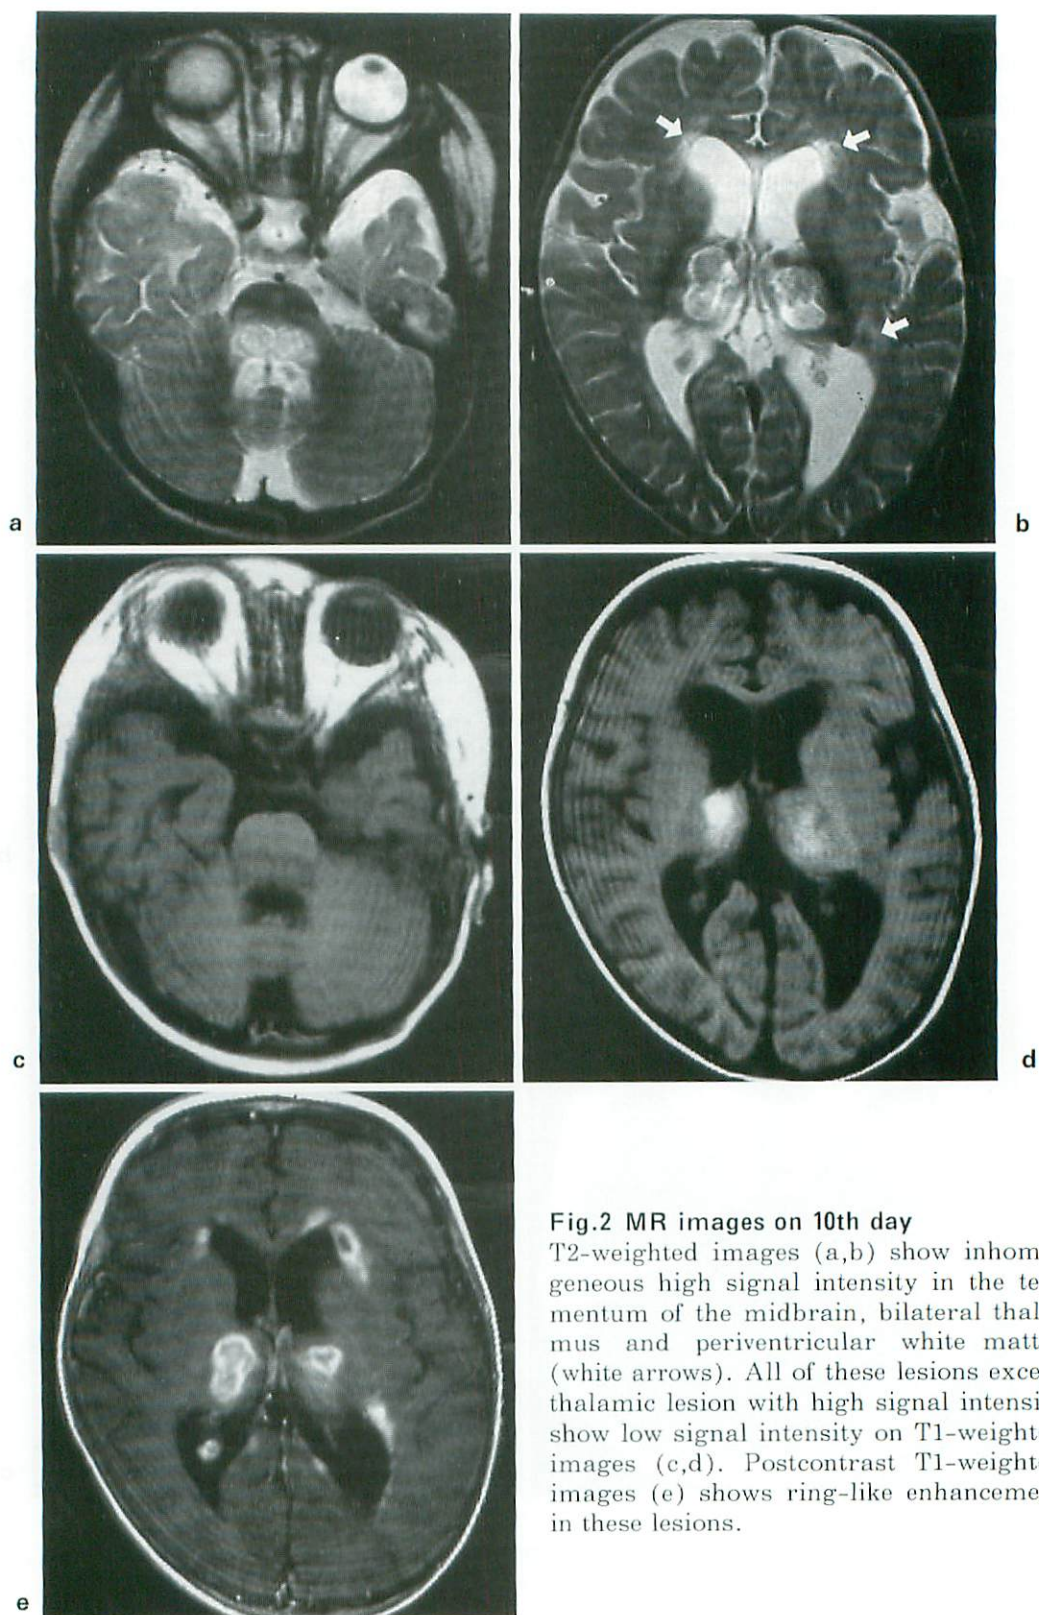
MR images on 10th day
